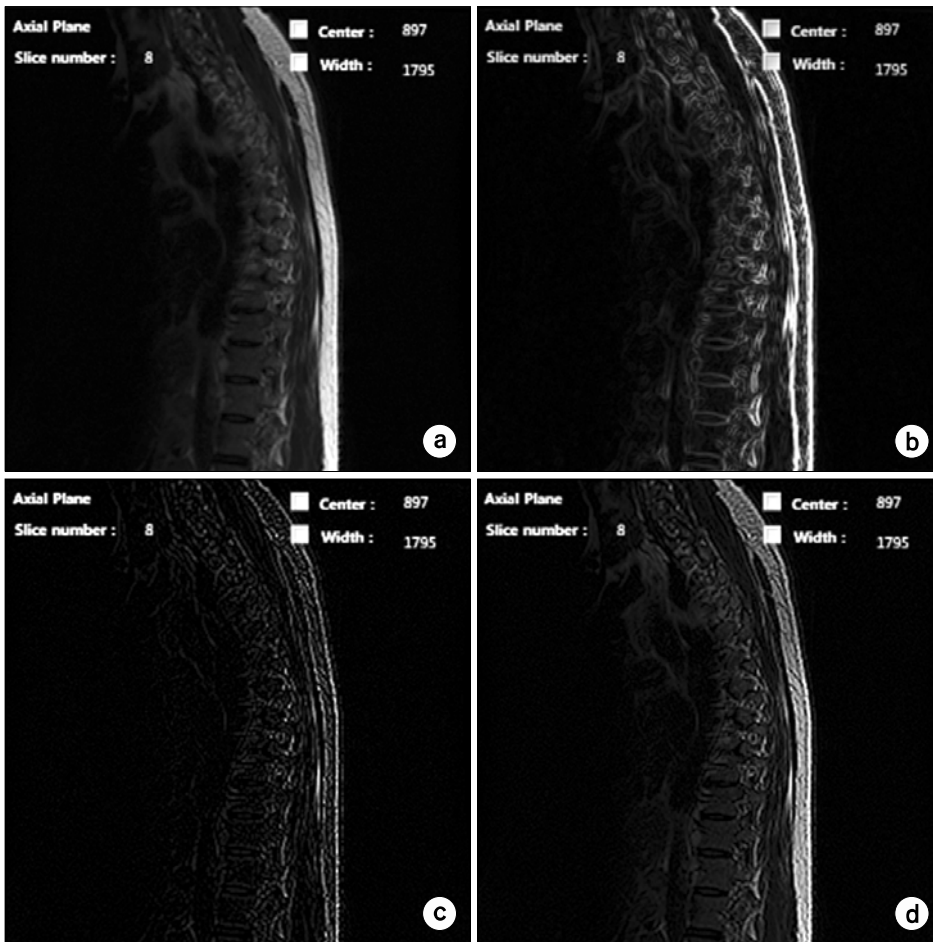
Results of applying edge detection filter to spinal MR image (a) Original image (b) Sobel filter (c) Laplacian filter (d) Edge enhancement.
